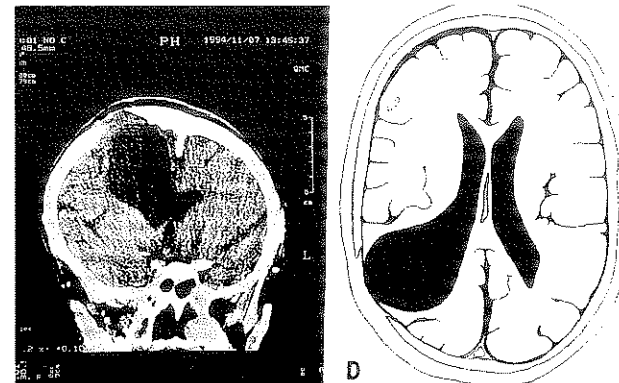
(Olgu 6): 2 yaşında erkek hasta, 3.5 ay evvel kafa travması geçirmiş. Yapılan BT tetkikinde kranyal defekt ile birlikte leptomeningeal kist, ensefalomalazi, parenkim dokusu kaybı tesbit edildi. Olgu, Evre (Grade) II BKK olarak değerlendirildi.
